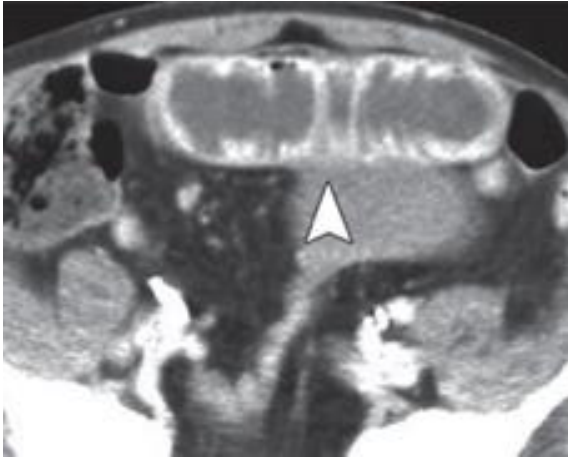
CT - (unteres) Abdomen nach i.v. KM - Gabe in der equilibrium Phase eines Patienten mit strangulierendem Darmverschluss. Es zeigt sich eine vermehrte KM - Darmwandaufnahme der betroffenen Darmschlingen (Pfeile) als Zeichen einer Darmischämie (Furukawa et al. 2009).
